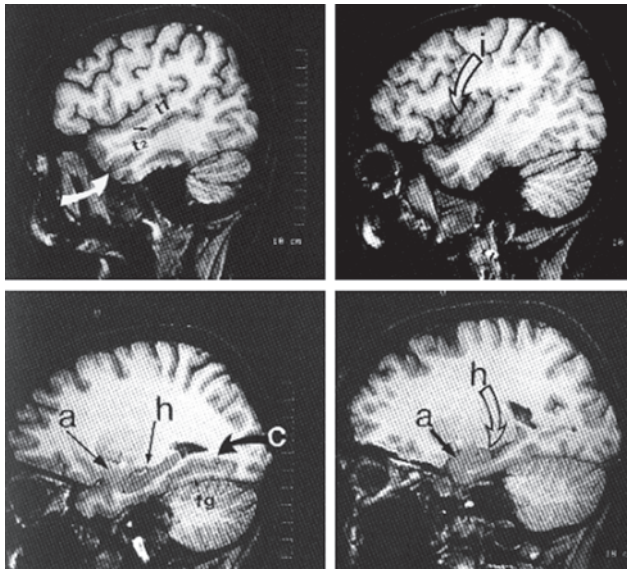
1mm thick, sagittal images obtained with a Gradient Echo 3D T1-weighted sequence in a normal control subject.
